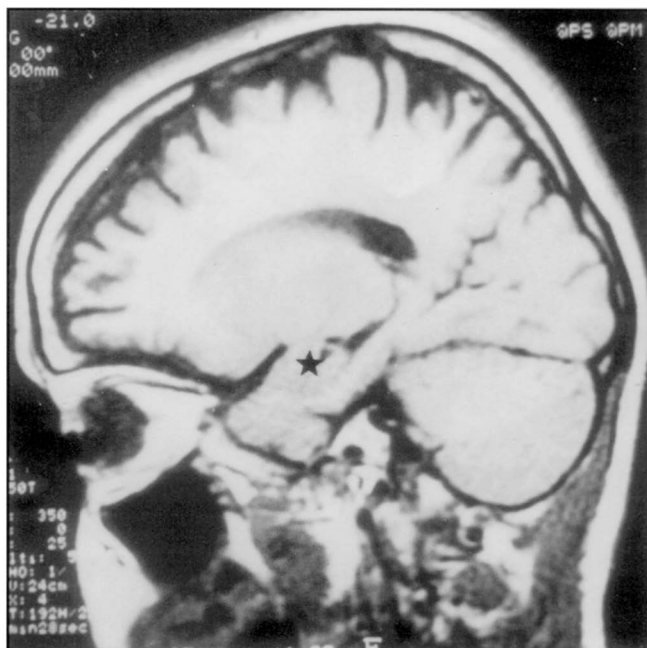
Ressonância nuclear magnética mostrando tumor cortical no lobo temporal esquerdo.
